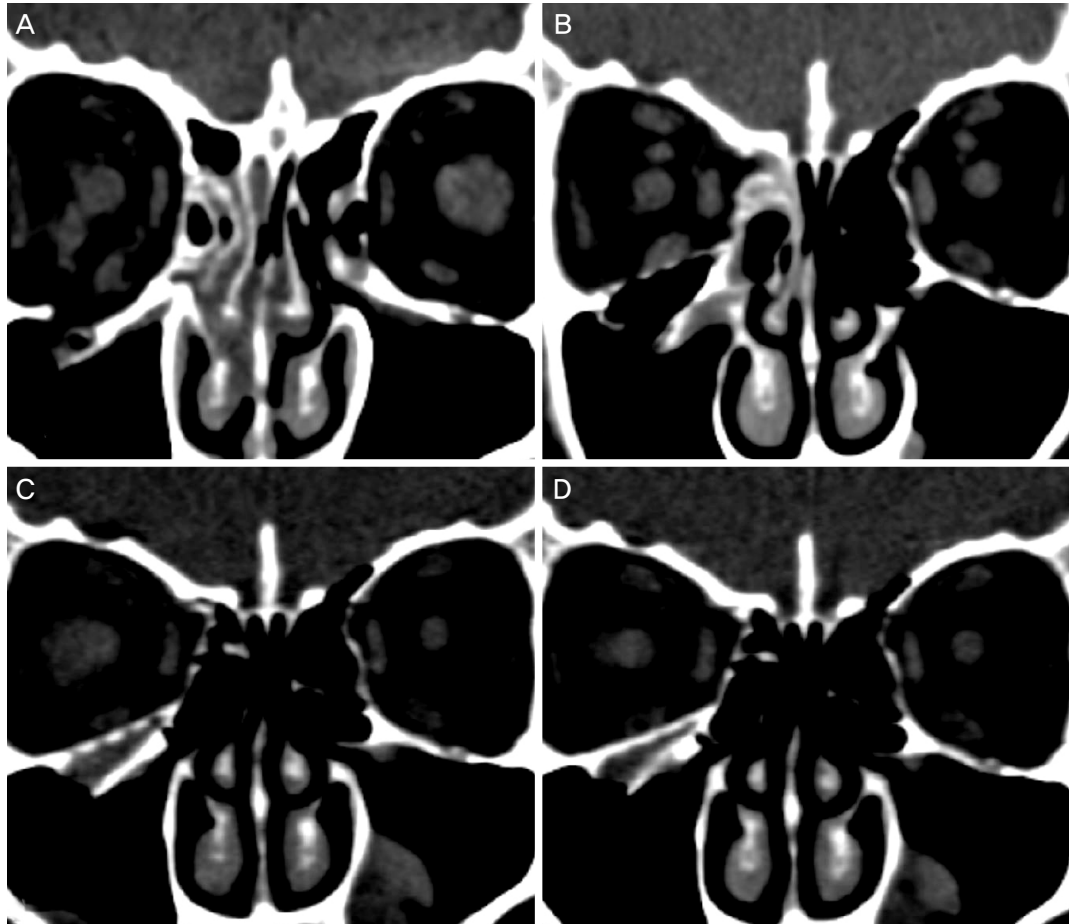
Serial orbital computed tomography. (A) Preoperative orbital CT shows a right floor fracture with herniated tissue into the maxillary sinus. Postoperative serial orbital CTs show a radiopaque orbital implant right after operation (B), postoperative 6 months (C), and postoperative 12 months (D). (D) Postoperative 12 month CT shows the implant is thickened and pores are filled with adjacent bone density material. This patient's orbital wall reconstruction rate was 101.4% right after operation (B) and 100.5% at postoperative 12 months (D). CT = computed tomography.
